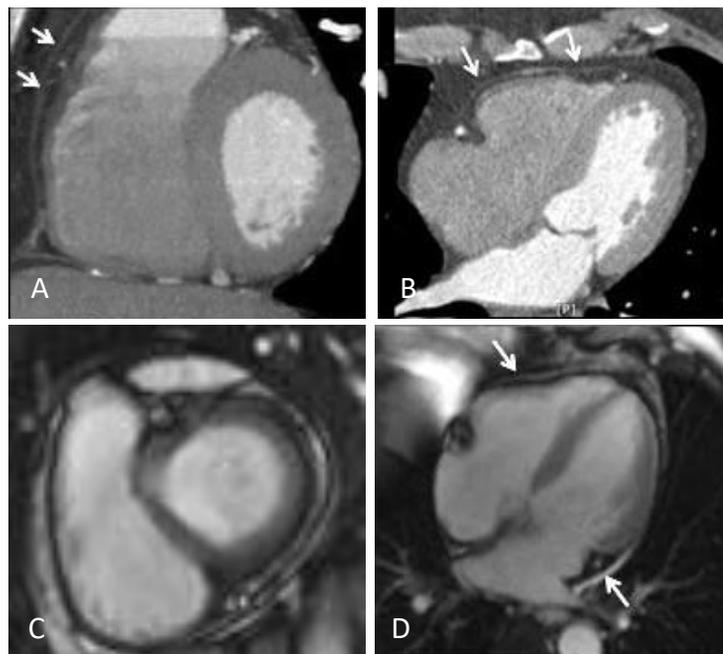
TC (A, B) mostrando aparência normal do pericárdio. O pericárdio normal também é mostrado como aparece nas sequências de RM «sangue branco» (C, D).
